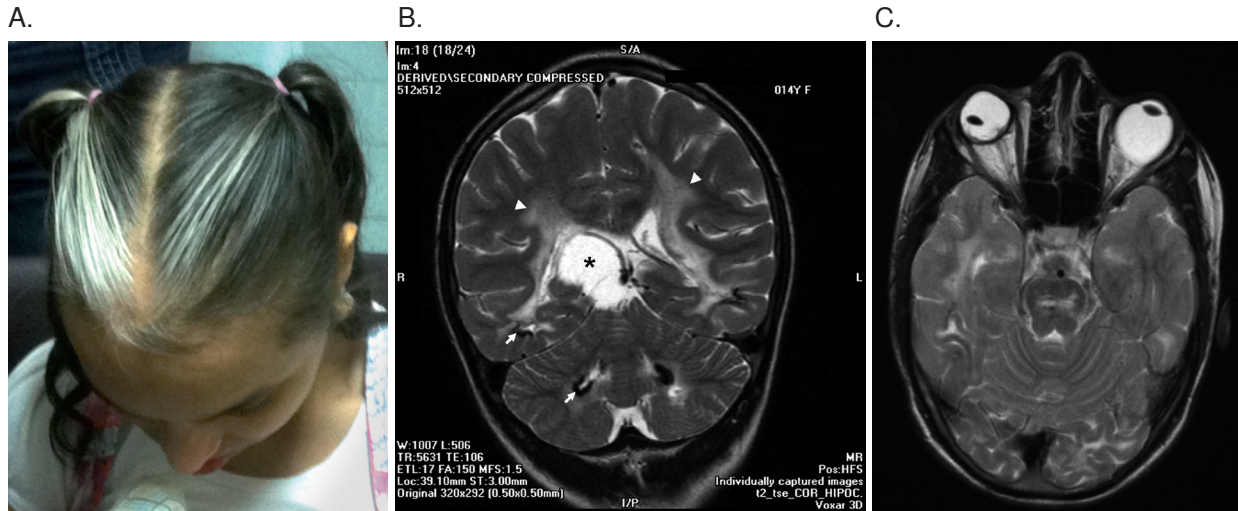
Paciente de sexo femenino, de 14 años de edad, con microangiopatía cerebral retiniana con calcificaciones y quistes. A. Fotografía que muestra el fenotipo, con cabello blanco en la región frontal. B. Resonancia magnética, imagen T2 coronal que muestra un quiste talámico derecho (asterisco), calcificaciones (flechas) subcorticales temporales y en los núcleos grises profundos cerebelosos; también se observa leucoencefalopatía (cabezas de flecha). C. Resonancia magnética, imagen T2 axial, que muestra microftalmia derecha con luxación del cristalino y adherencias vítreo-retinianas; en el globo ocular izquierdo se observa un estafiloma posterior.
